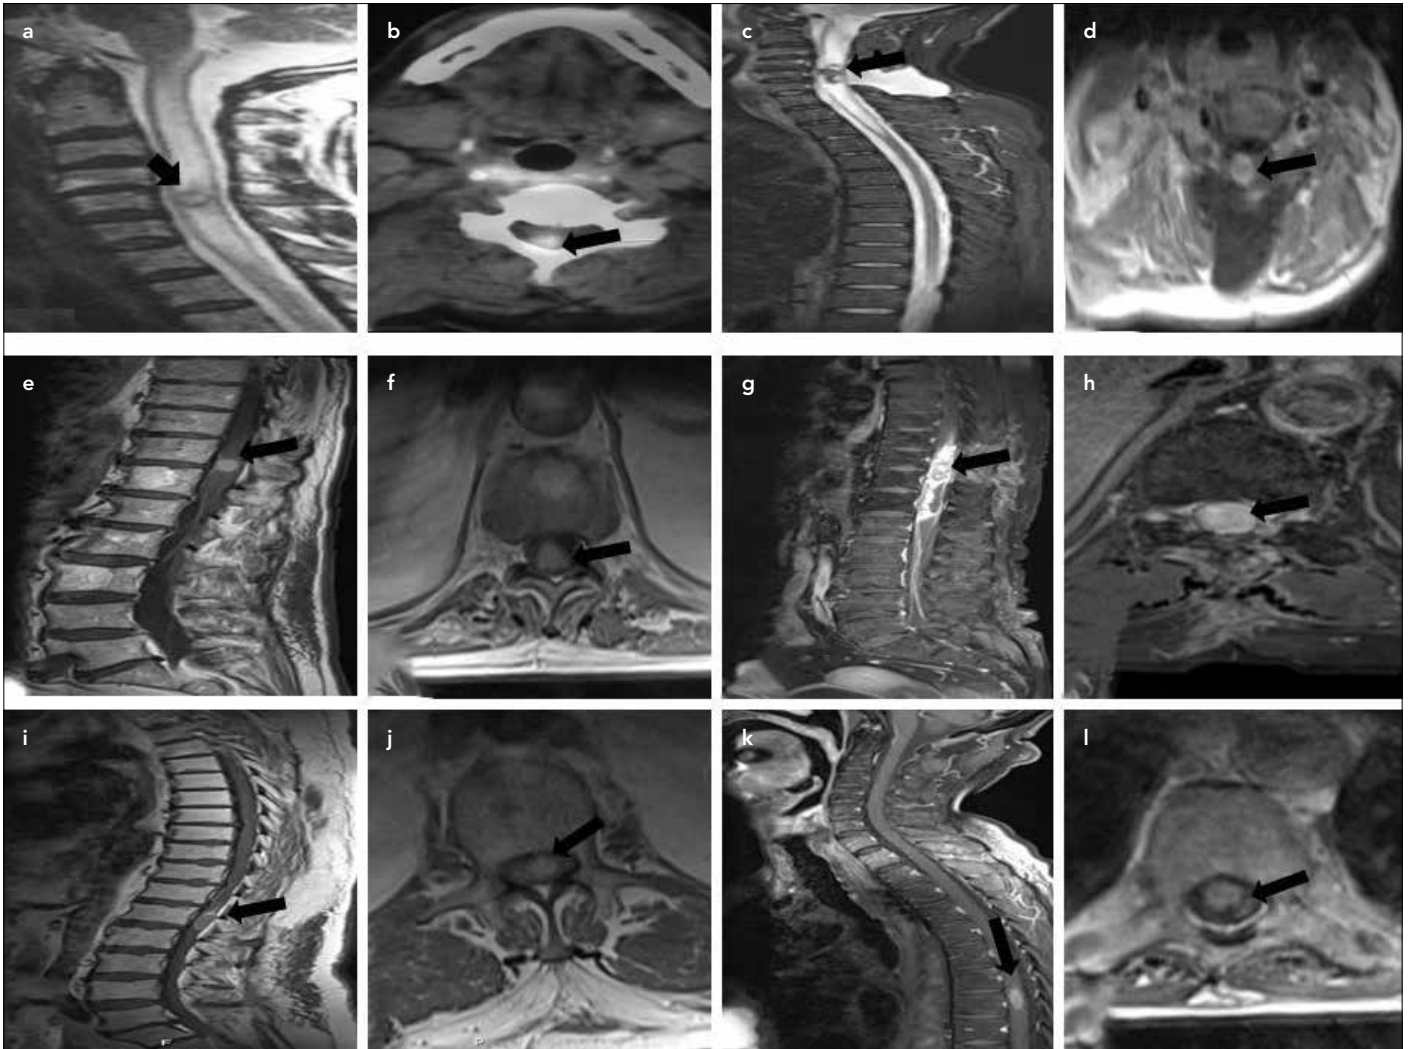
a-l. (a) Pre-operative sagittal T2-weighted cervical MR image of patient 1; (b) Pre-operative axial cervical CT image of patient 1; (c) Post-operative second year contrast-enhanced sagittal cervicothoracic MR image of patient 1; (d) Post-operative second year contrast-enhanced axial cervical MR image of patient 1; (e,g,i) Pre-operative contrast-enhanced sagittal thoracolumbar MR image of patient 2,3 and 4; (f,h,j) Pre-operative contrast-enhanced axial thoracolumbar MR image of patient 2,3 and 4; (k,l) Pre-operative contrast-enhanced sagittal and axial cervicothoracic MR image of patient 5.
